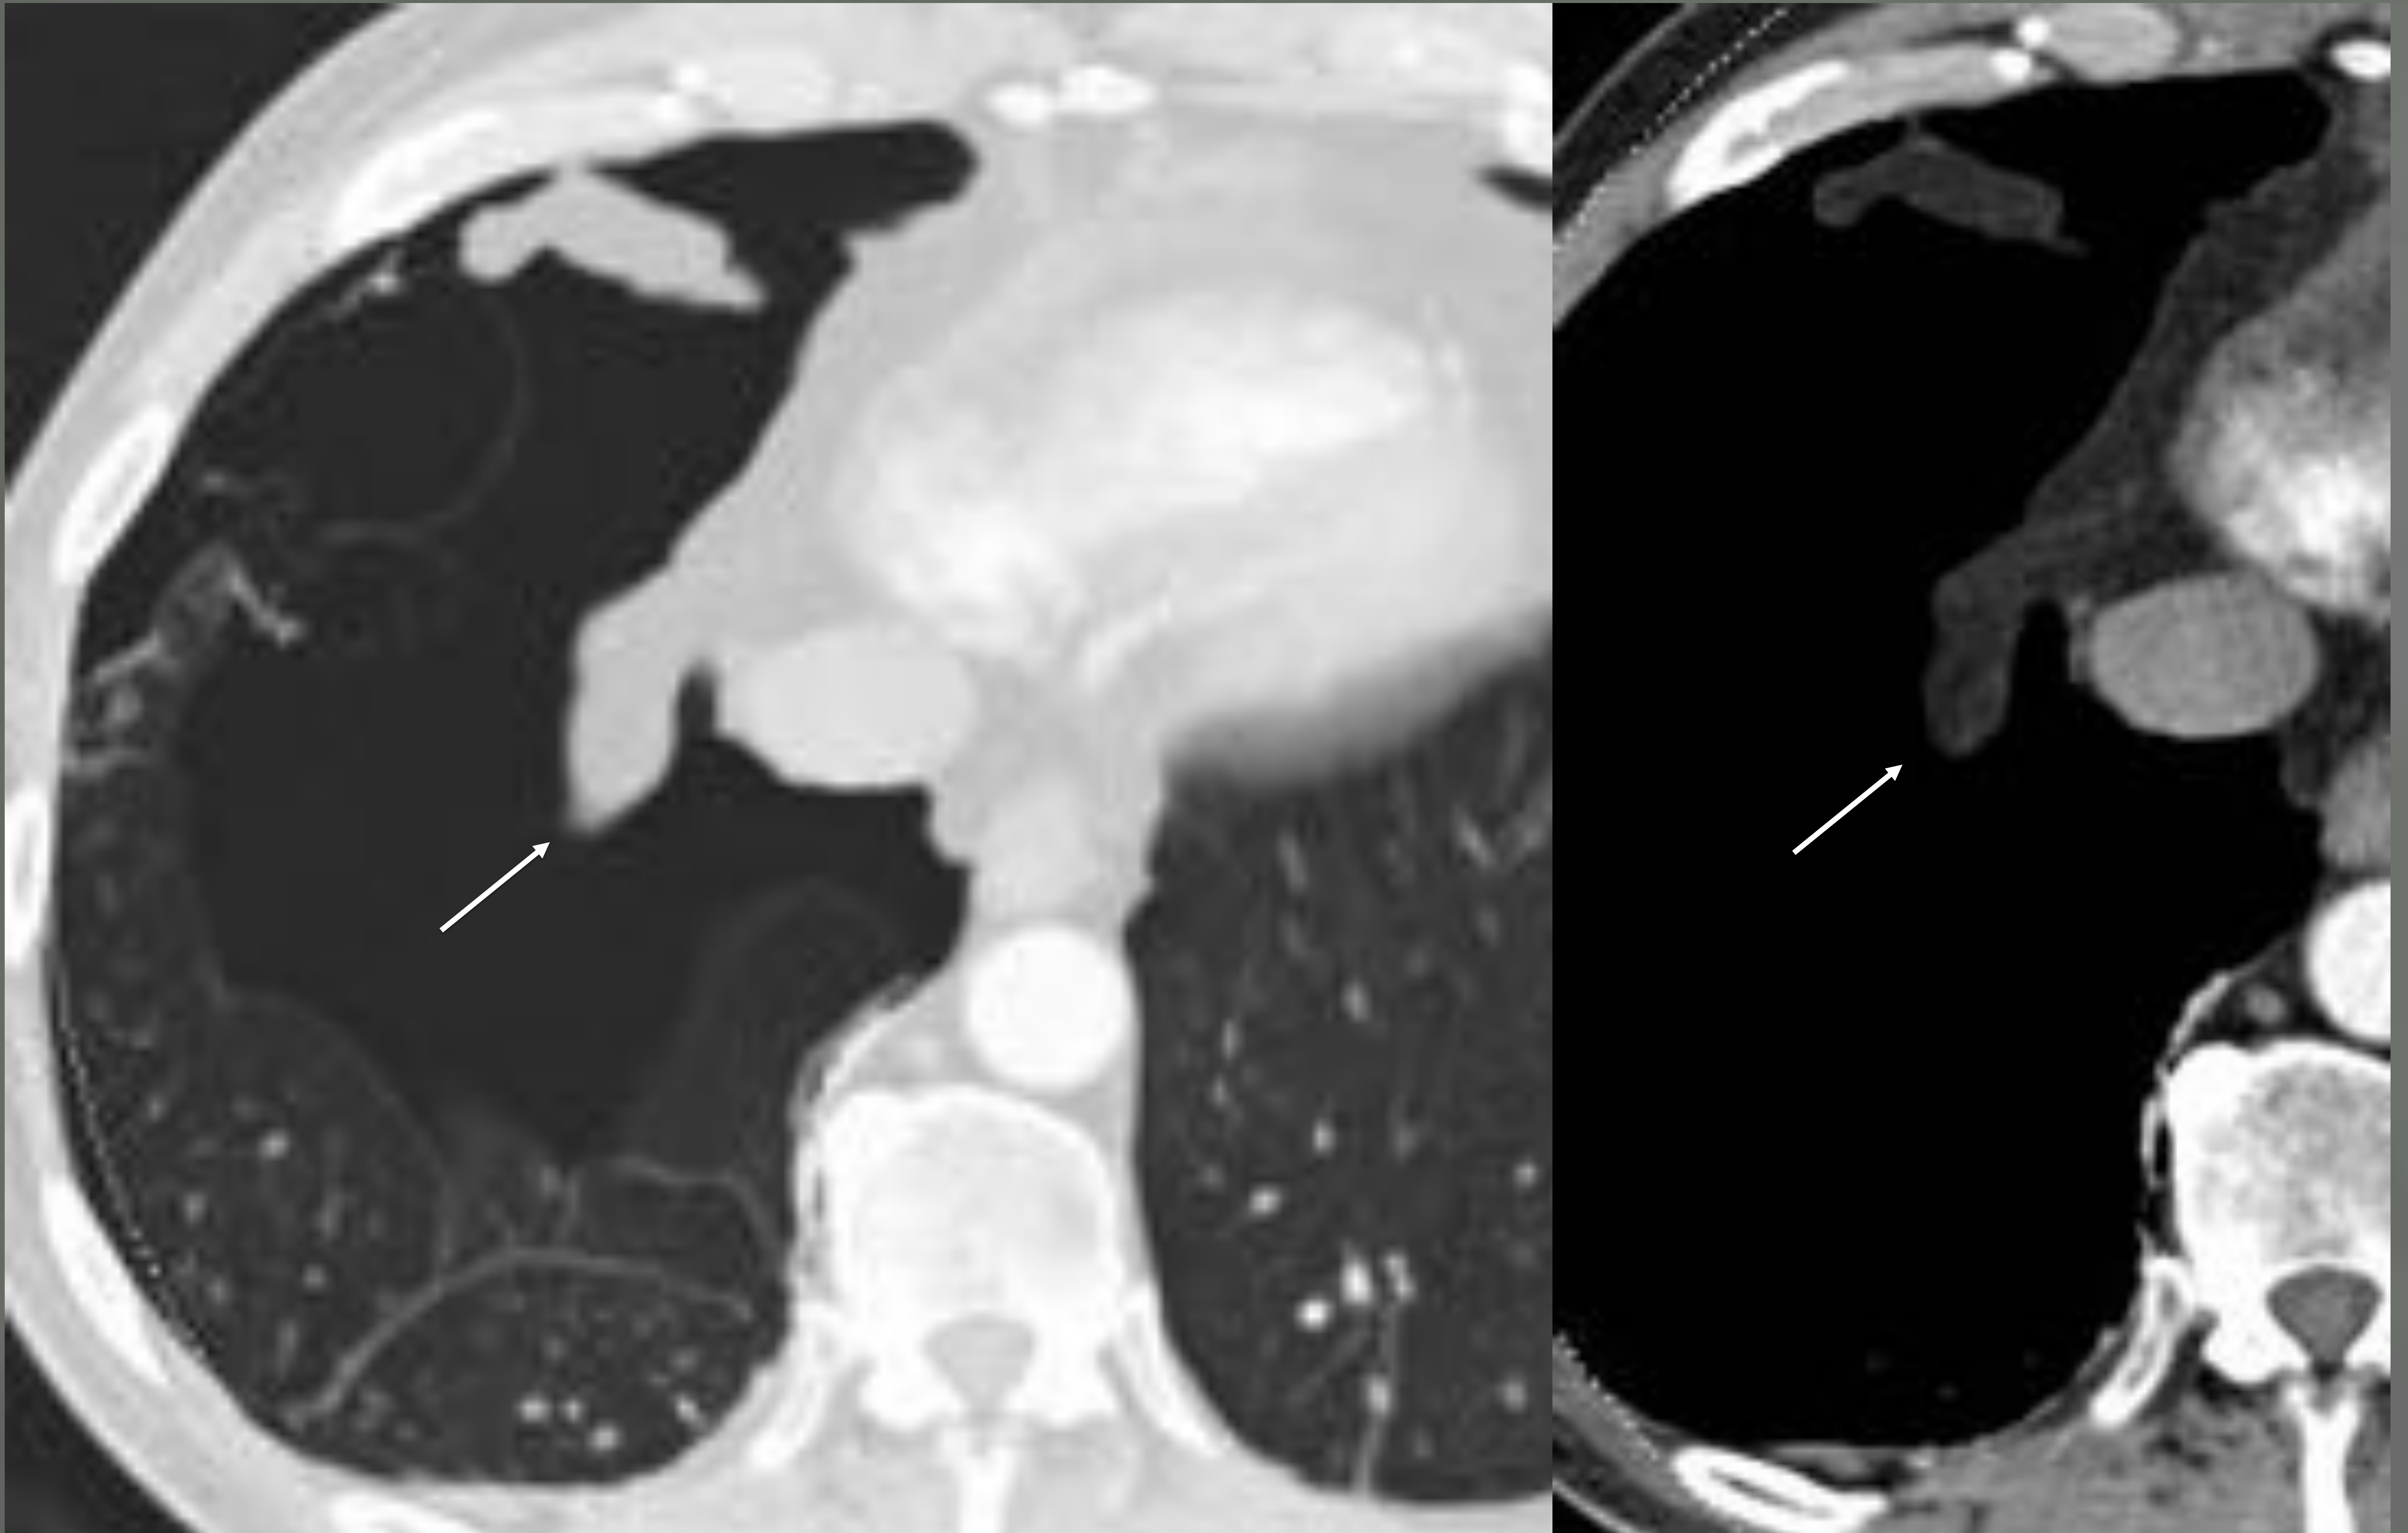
Imágenes axiales de TC en un paciente con bullas y neumotórax derecho. Se identifican fácilmente dos apéndices pleurales, uno de ellos colgando de la grasa del ángulo cardio frénico derecho (flechas).
